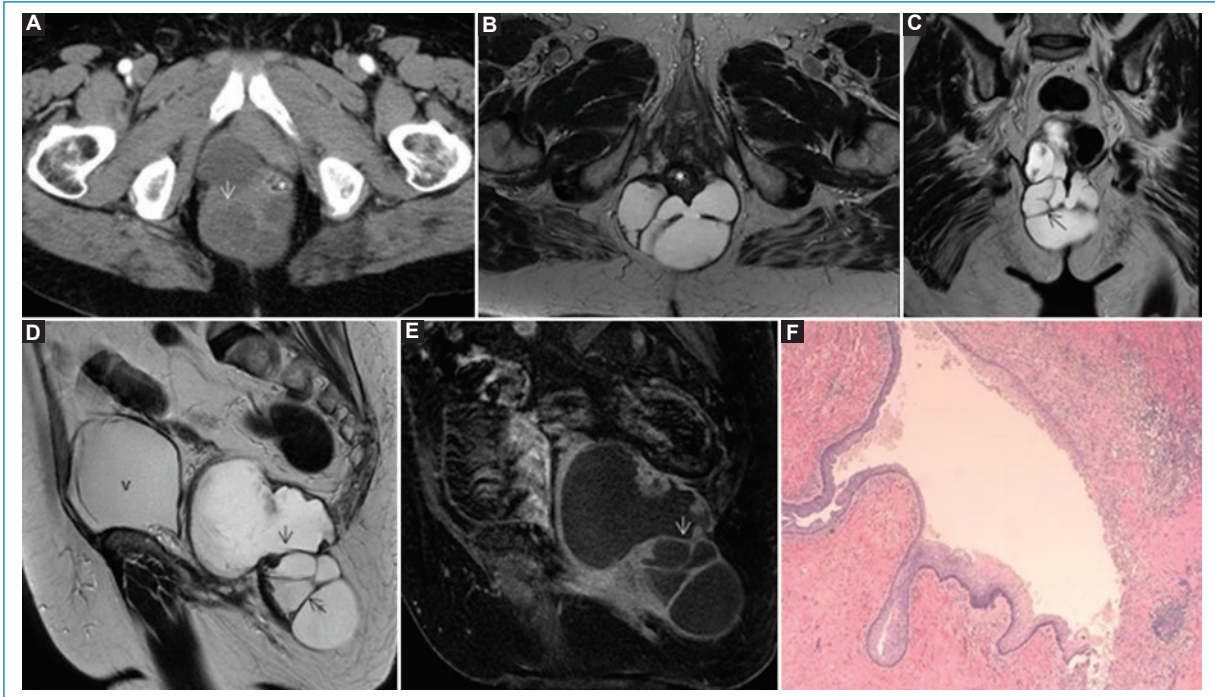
Hamartoma quístico retrorectal. TC abdominopélvica con contraste intravenoso. Tumoración poliquística, polilobulada, multiseptada (flecha), que se localiza posterior al recto (asterisco) con extensión al espacio isquirrectal (A). En la RM se muestra hiperintensa en T2 en las secuencias axial (B), coronal (C) y sagital (D), y con captación periférica de contraste (E). Corte histológico (HE, 4×). Pared quística con pérdida del epitelio de superficie e infiltrado inflamatorio crónico de linfocitos e histiocitos (F). v: vejiga.
